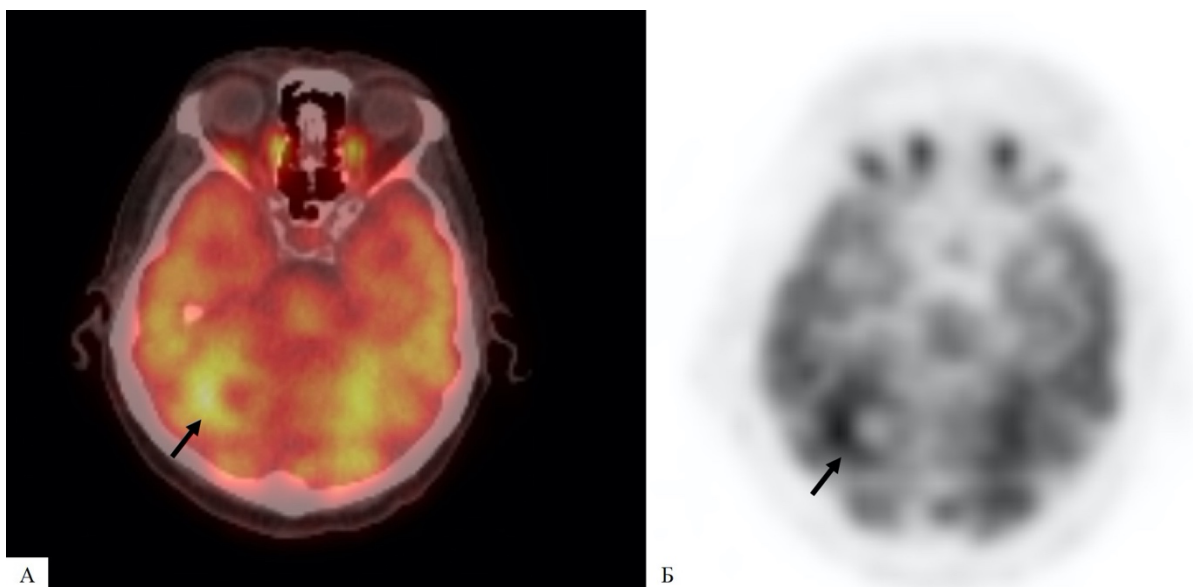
(А,Б) – Пациентка 62 лет с метастазами плоскоклеточного рака в шейные лимфатические узлы и первичным опухолевым образованием в области гортаноглотки. В правой гемисфере головного мозга определяется кольцевидная зона гиперметаболизма ФДГ (черная стрелка), соответствующая метастазу плоскоклеточного рака, подтвержденного на последующем МРТ исследовании с контрастированием
